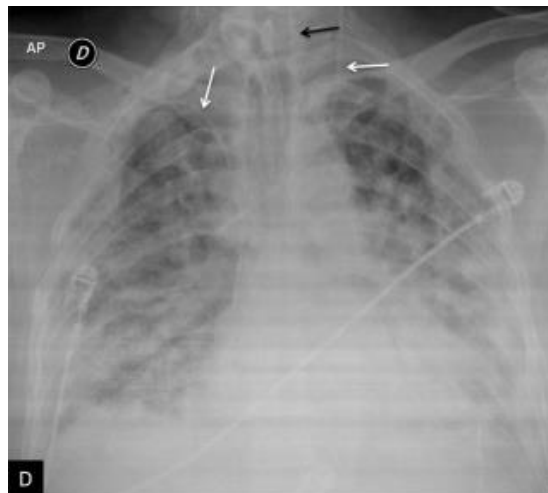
Radiografía AP con múltiples áreas de consolidación confluentes, difusas y bilaterales, De un paciente masculino de 45 años con diagnóstico de COVID-19 mediante PCR.
